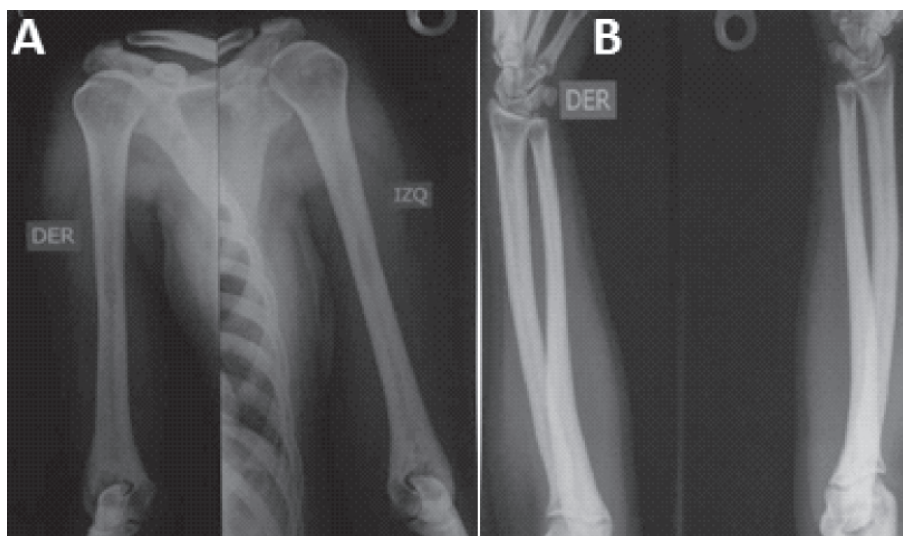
Radiografía de A) húmero y B) cúbito y radio. Hiperostosis diafisaria con displasia ósea radio-cubital.
